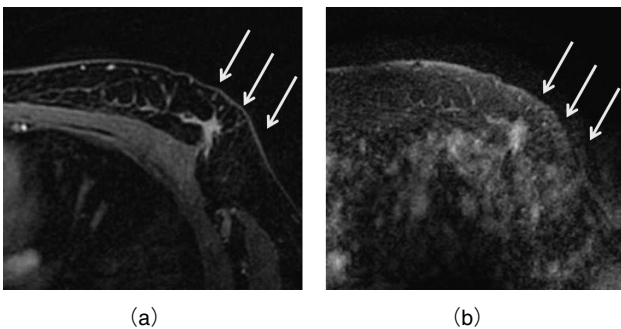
One case of breast MRI acquired with VIBRANT-Flex and VIBRANT. The margin of a left (arrow) was judged as sharper on the VIBRANT-Flex image (a) than on the VIBRANT image (b).
